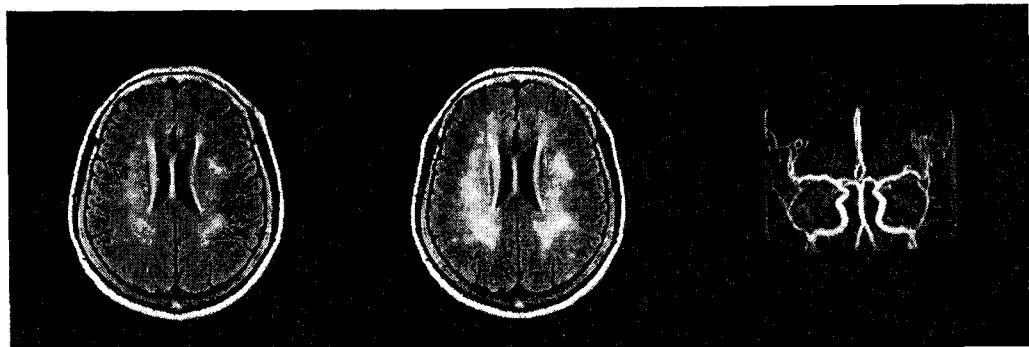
Flair axial image of Brain MRI taken 5 months ago(Left), Flair axial image of brain MRI at admission(middle) and MR angiography(Right). Diffuse microvascular ischemic change at both PVWM. The image taken at admission shows diffuse ischemic change in larger extent than the image taken 5 months ago. Mild atherosclerotic change, M1 of both MCA.
